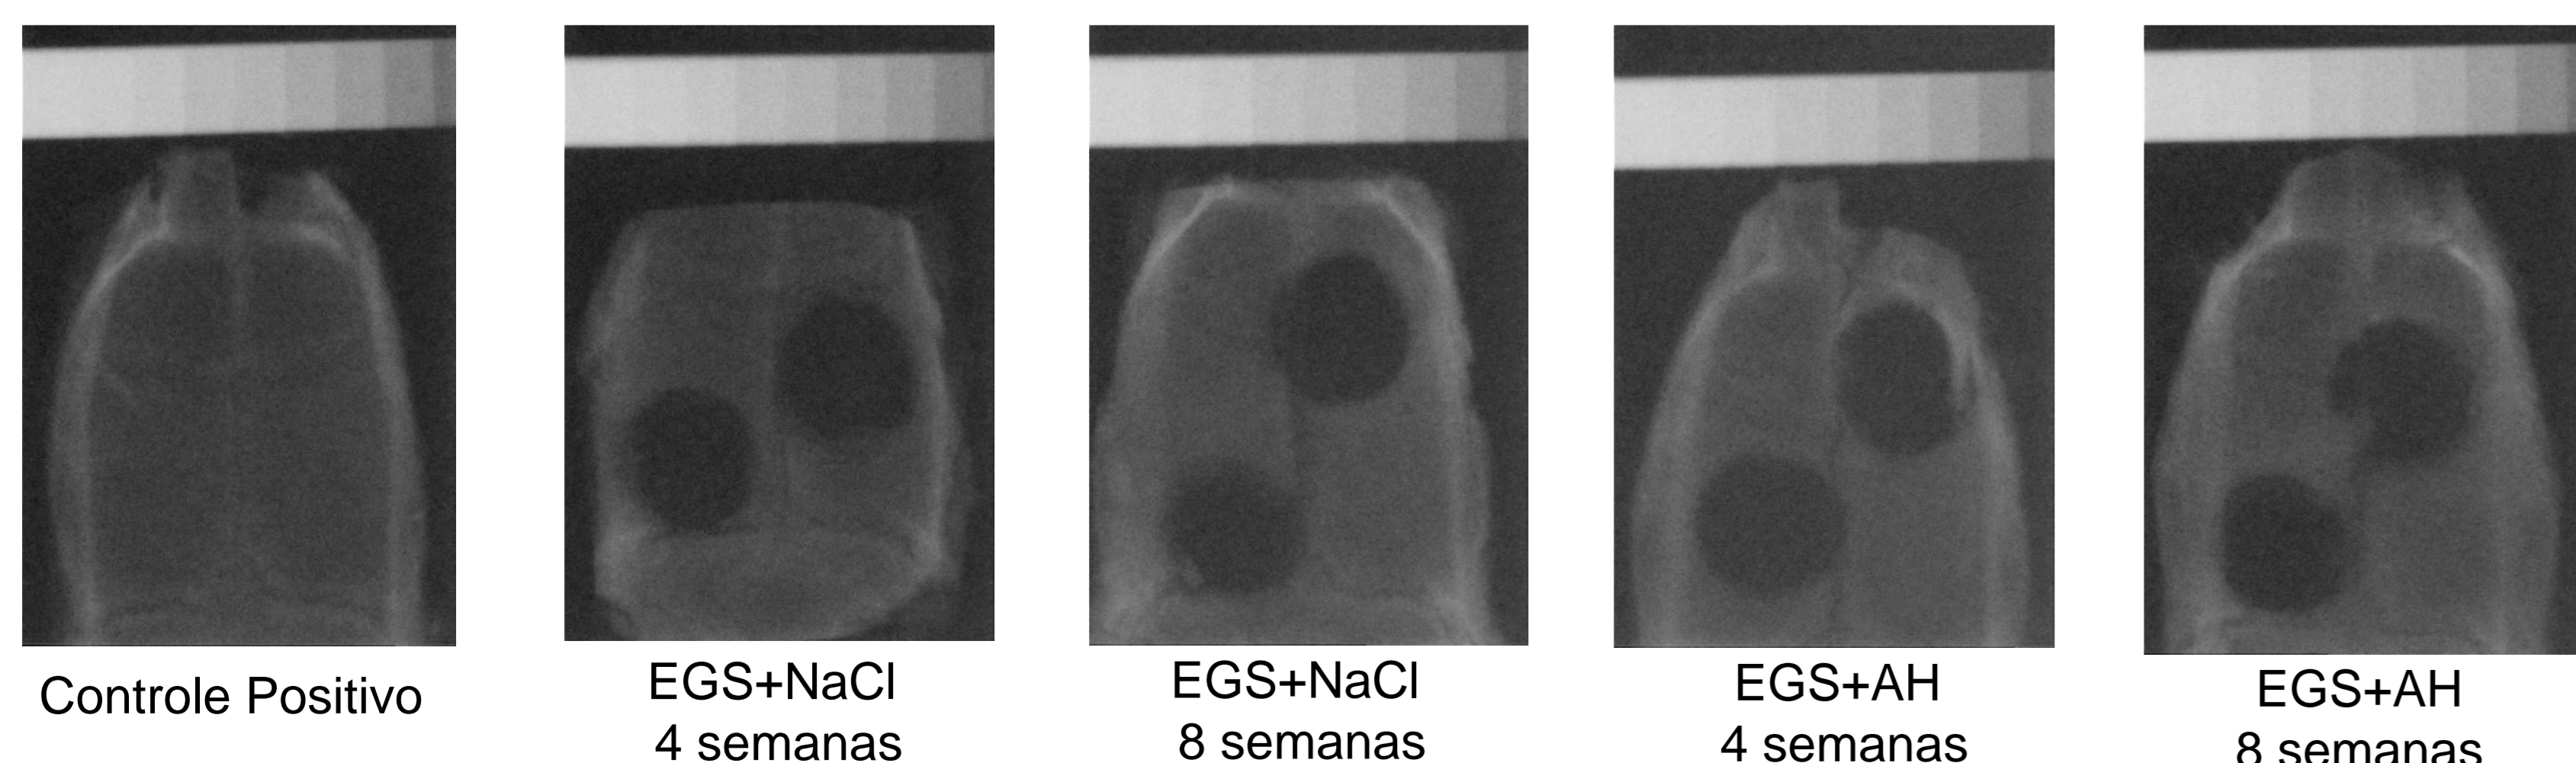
Radiograficas mostrando os defeitos ósseos produzidos na calota craniana dos animais.
